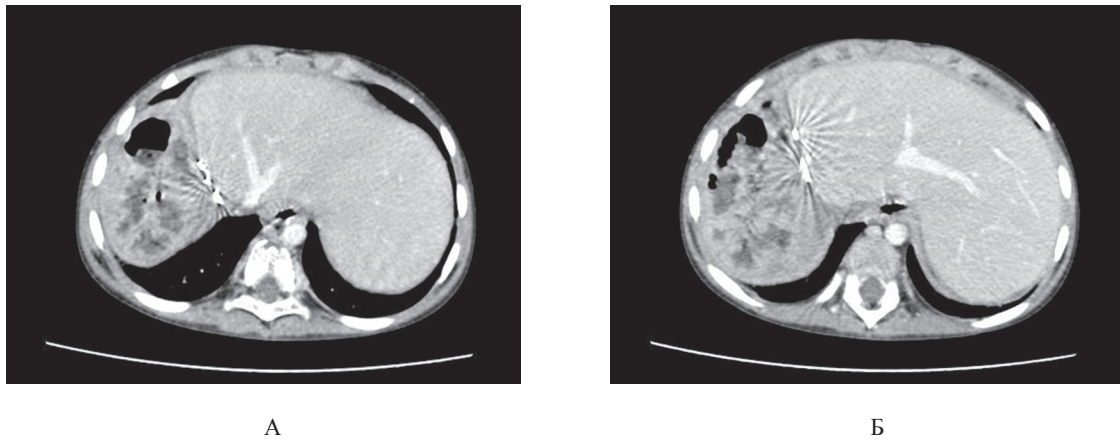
СКТ печінки, аксіальна проекція, портална фаза. Томограми печінки після правобічної ГГЕ: А — центральне положення лівої частки; Б — збільшена ліва частка та SIV частково переміщені під правий купол діафрагми; В — ліва частка витягнутої форми, розміщена під діафрагмою до воріт селезінки, збільшений SIV імітує видалену праву частку печінки та займає її положення
